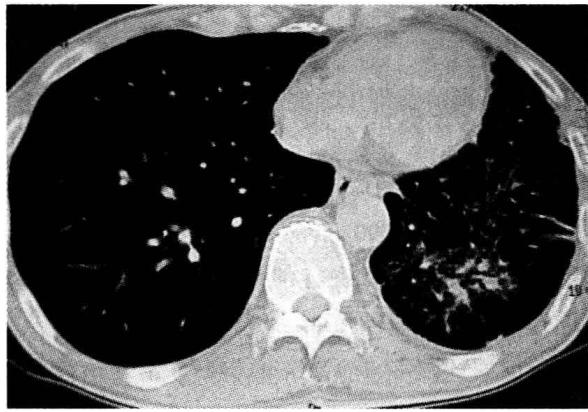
胸部 CT（2008 年 8 月 25 日）示左肺圆形阴影明显吸收，左肺纤维索条阴影，左下肺少许片状阴影
